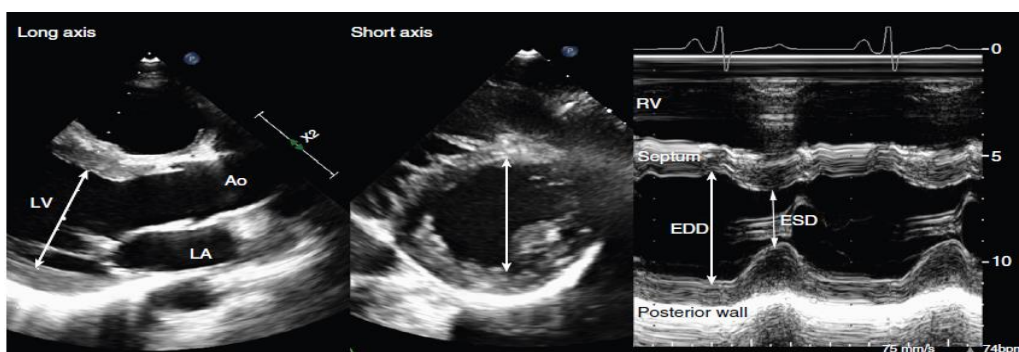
Măsurători în parasternal stâng ax scurt și lung și în modul M la nivelul VS. Diametrul tele-diastolic a VS (EDD) și diametrul tele-sistolic (ESD)
